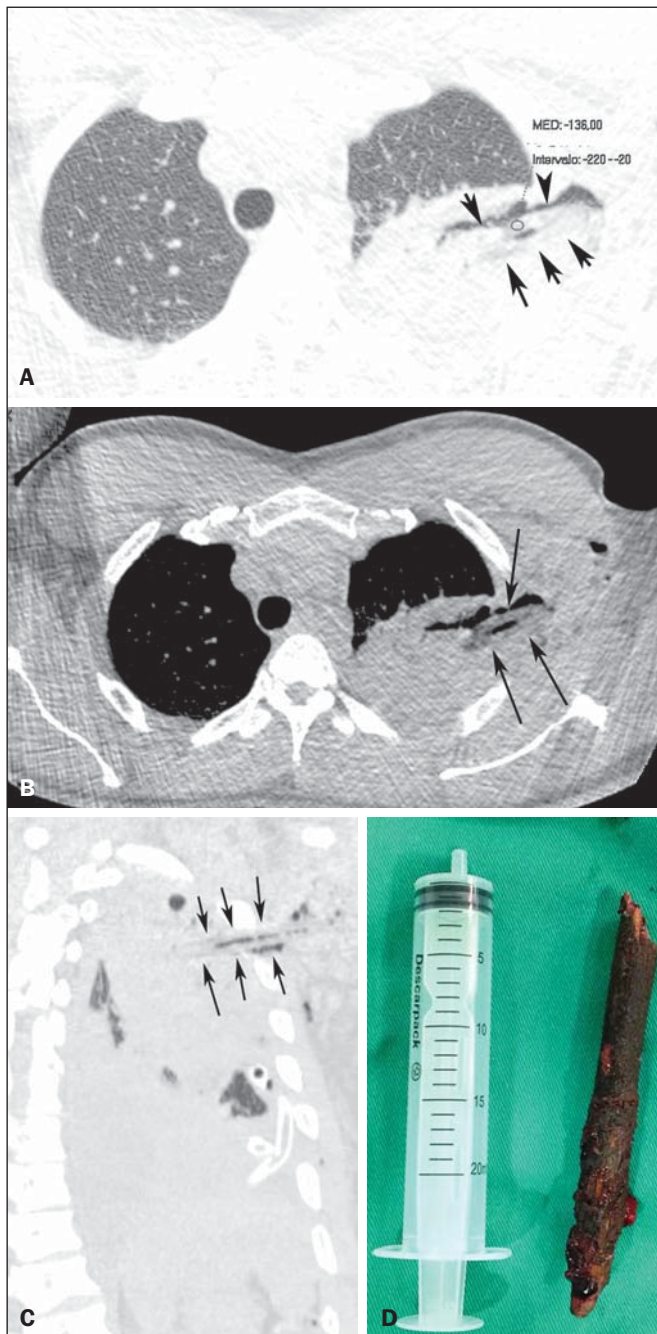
Tomografia computadorizada com corte axial com janela para pulmão (A), janela intermediária (B) e reconstrução oblíqua (C) mostrando corpo estranho alongado (setas) com densidade negativa (-136 UH) e faixa longitudinal de ar no seu interior. Notar também consolidação e áreas aeradas no parênquima pulmonar, que correspondem a contusão e laceração parenquimatosa. Em D, o corpo estranho removido (galho de árvore).
